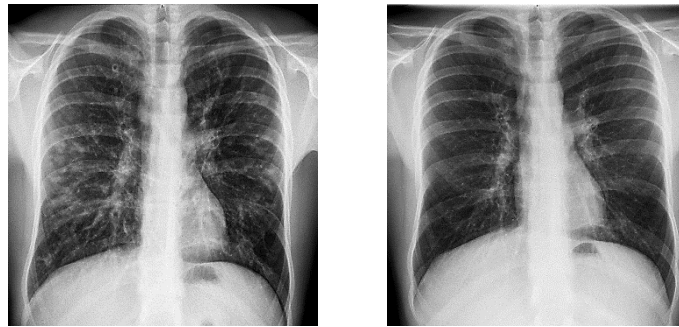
Patientenbeispiel (19 Jahre, männlich) der p.a.-Röntgen-Thorax-Aufnahmen unmittelbar vor (T0) und drei Monate nach (T1) Beginn der Modulatorkombinationstherapie ELX/TEZ/IVA.
